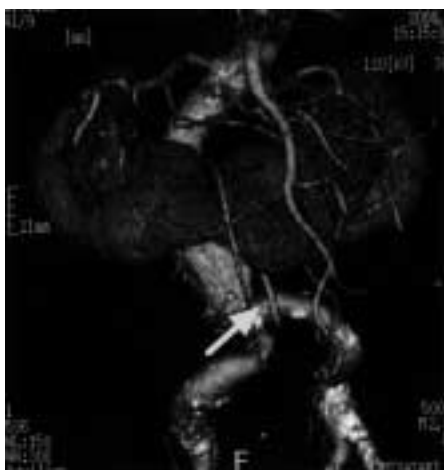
Preoperative 3D-CTA showed the accessory renal artery which branches from left common iliac artery.
